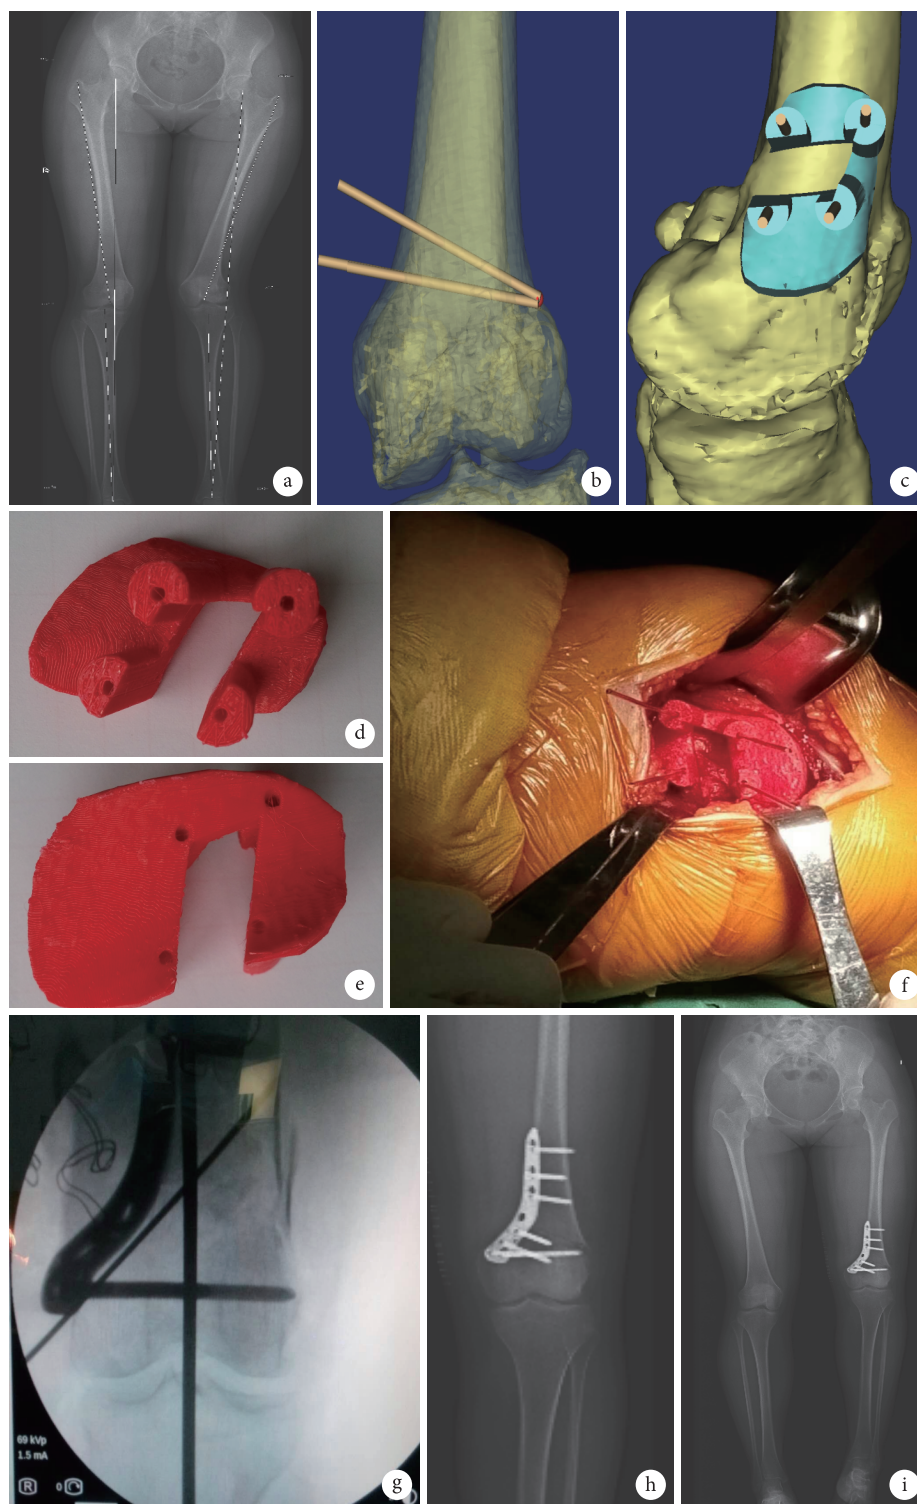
患者，女，48岁，左膝外翻畸形骨关节炎 a. 术前双下肢全长X线片； b. Mimics软件设计带钉道截骨模块正面观； c. Mimics软件设计带钉道截骨模块侧面观； d. 3D打印截骨模块上面观； e. 3D打印截骨模块底面观； f. 术中截骨模块紧贴胫骨指导截骨； g. 术中X线观察下肢力线恢复情况； h. 术后3个月X线片示股骨截骨处达骨性愈合； i. 术后6个月双下肢全长X线示下肢力线恢复良好
